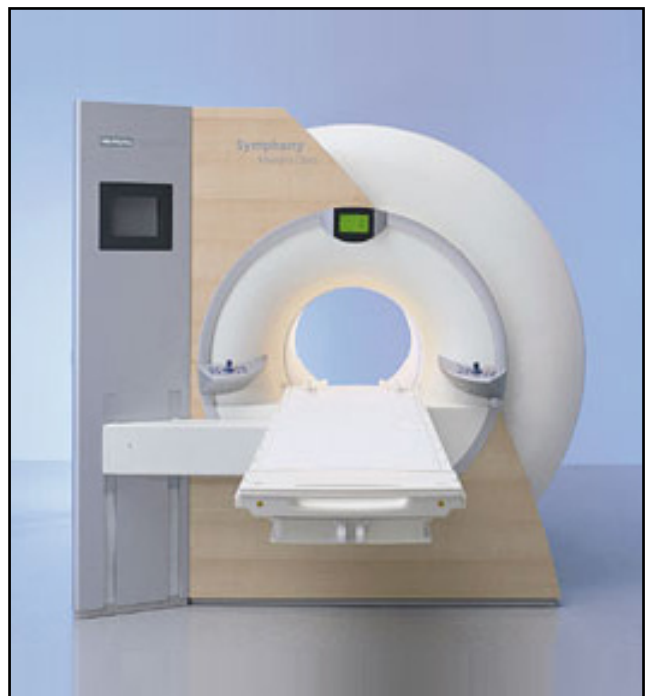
MRT-System, Beispiel Siemens Magnetom. Andere Hersteller von MRTs sind u.a. Bruker, Hitachi, Philips, GE und Toshiba.
